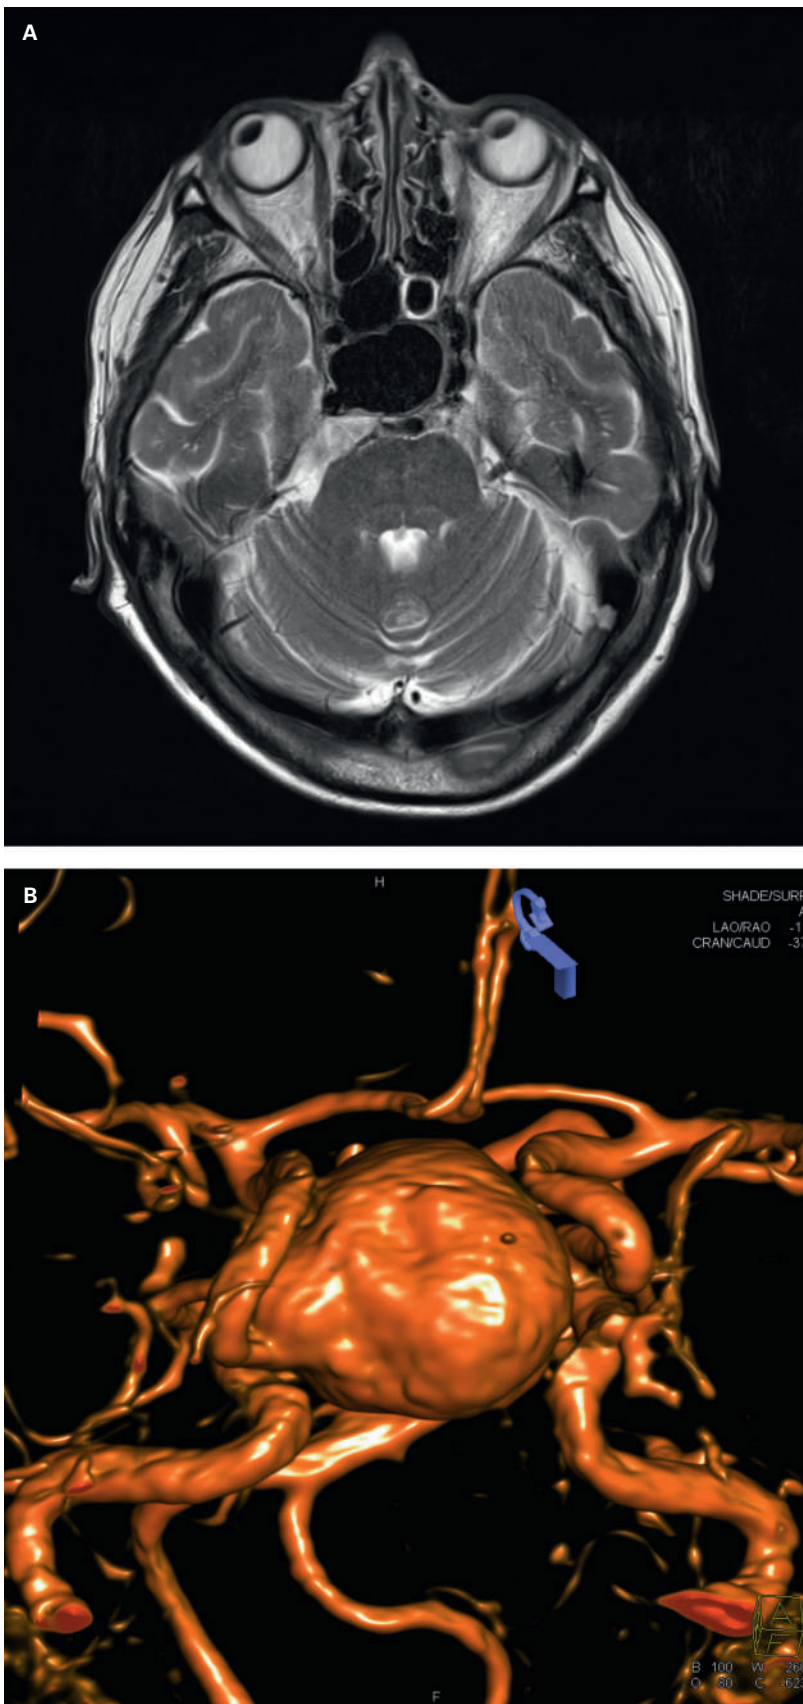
Kavernoöses Aneurysma – Riesenaneurysma als hypointense Raumforderung im transversalen T2-Bild (A) und als grosse Kugel in der DYNAC-CT-Angiographie (B) erkennbar.
